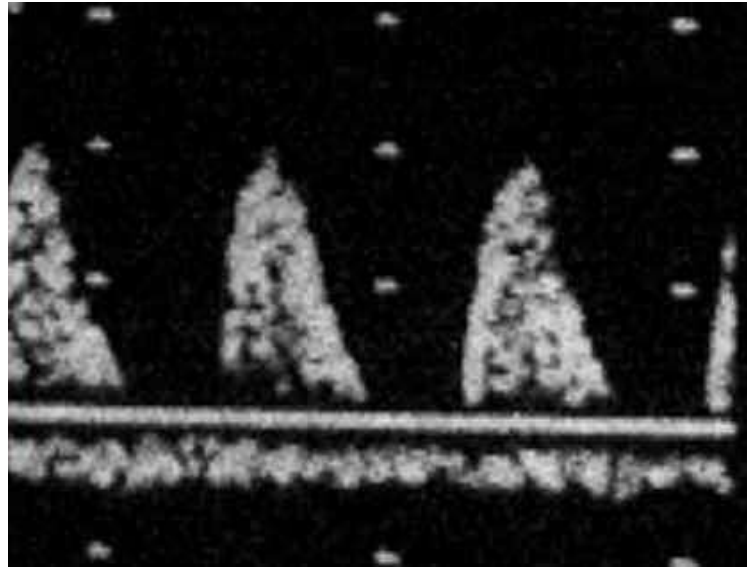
Sonograma de artéria umbilical revelando diástole zero
